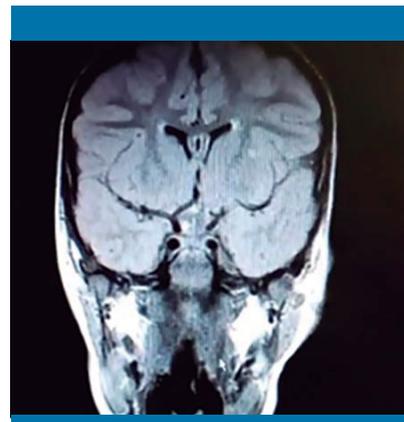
RM craneal. Secuencia T2 en corte coronal. Delgadas bandas hiperintensas periventriculares y algún foco hiperintenso subcortical frontal
